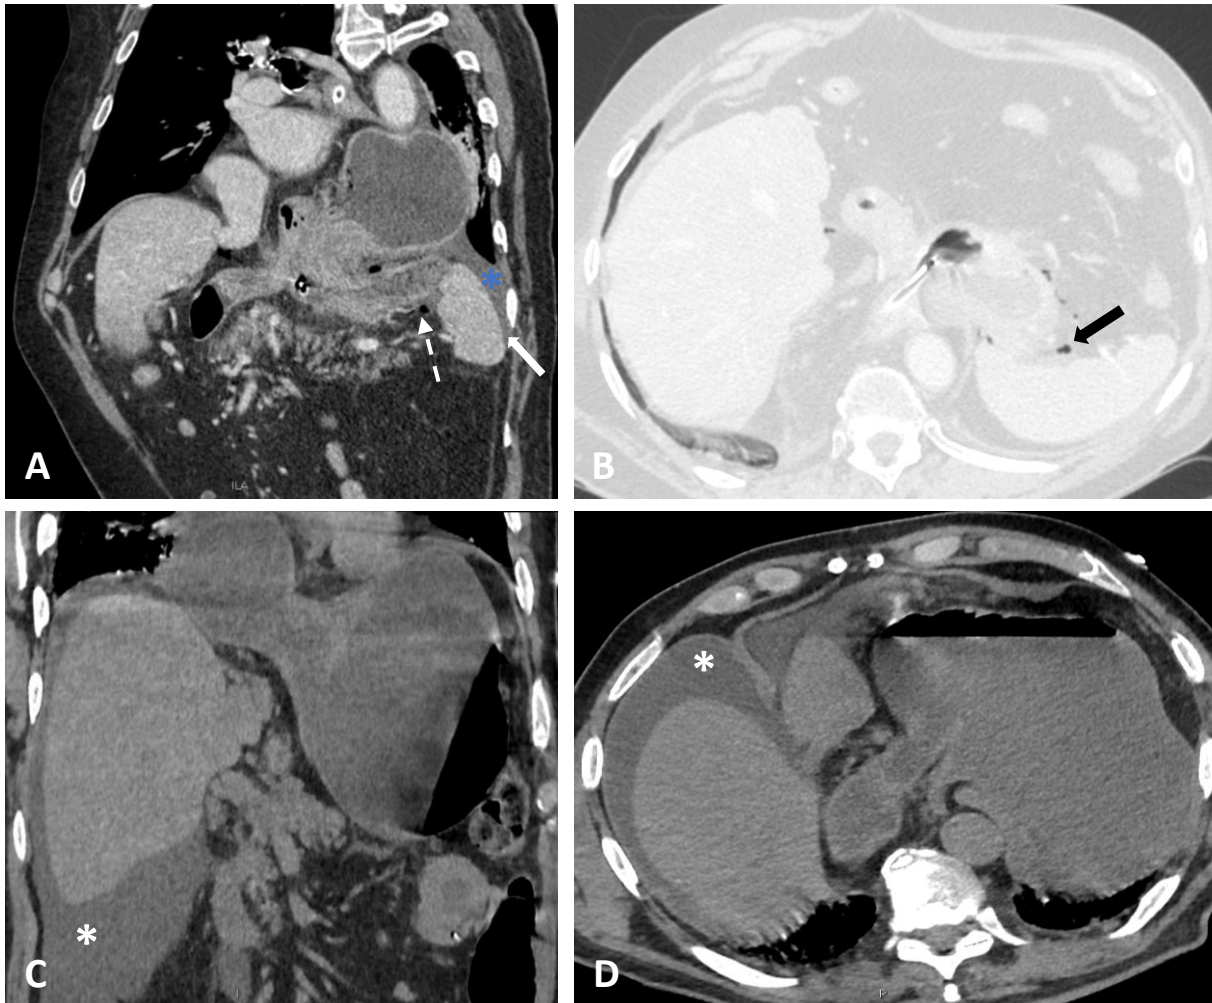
Ejemplos de vólvulo gástrico agudo complicado. A) TC de abdomen con contraste iv. en plano sagital, que muestra un VG con microperforación del fundus gástrico (burbuja extraluminal señalada con la flecha discontinua), líquido perigástrico y periesplénico (flecha sólida) y derrame pleural (asterisco azul). B) TC de abdomen (ventana de pulmón) en plano axial con burbujas de gas extraluminal dispersas (flecha negra). C, D) TC abdominal sin contraste iv. en planos coronal (C) y axial (D) de un VG con abundante líquido libre (asteriscos blancos) peritoneal de predominio subhepático.
